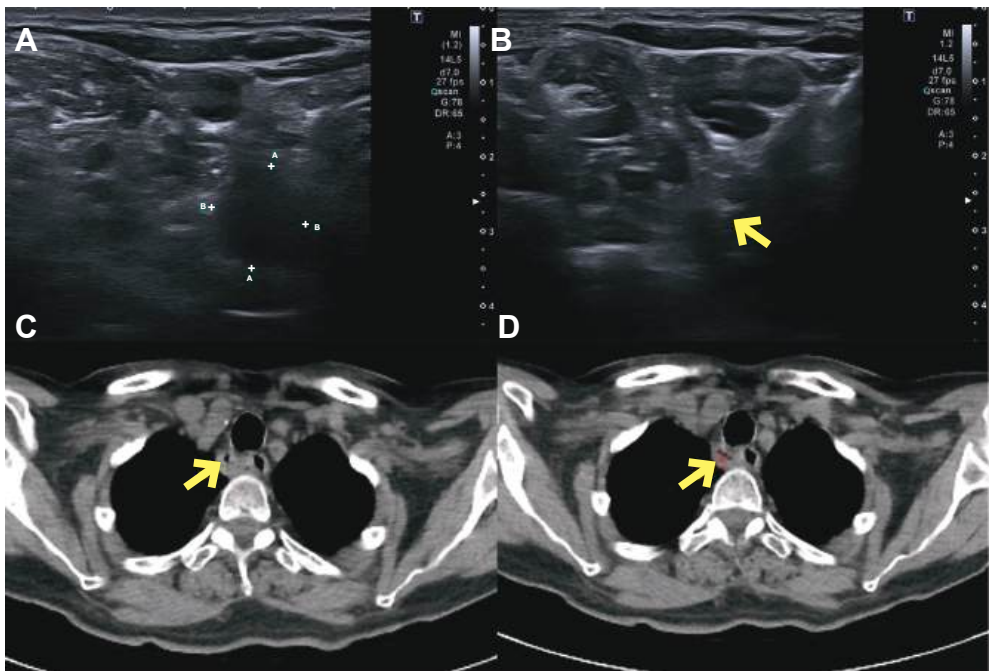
¹. Imágenes del proceso de administración de los MAA marcados bajo control ecográfico de este mismo paciente con un adenoma inferior y posterior derecho profundo. A. Sección ecográfica axial del adenoma inferior y posterior derecho ejerciendo presión con el transductor. B. Sección ecográfica en el mismo plano axial con la punta de la aguja en el interior del adenoma (flecha amarilla) que produce una sombra posterior que limita su visualización. En este caso utilizamos una aguja fina de 22 g y de 9 cm debida a la profundidad a la que se encuentra el adenoma. C. Sección axial con la TC que muestra aire en su interior (flecha amarilla). D. Sección axial del SPECT-TC que también muestra el aire en su interior (flecha amarilla).
